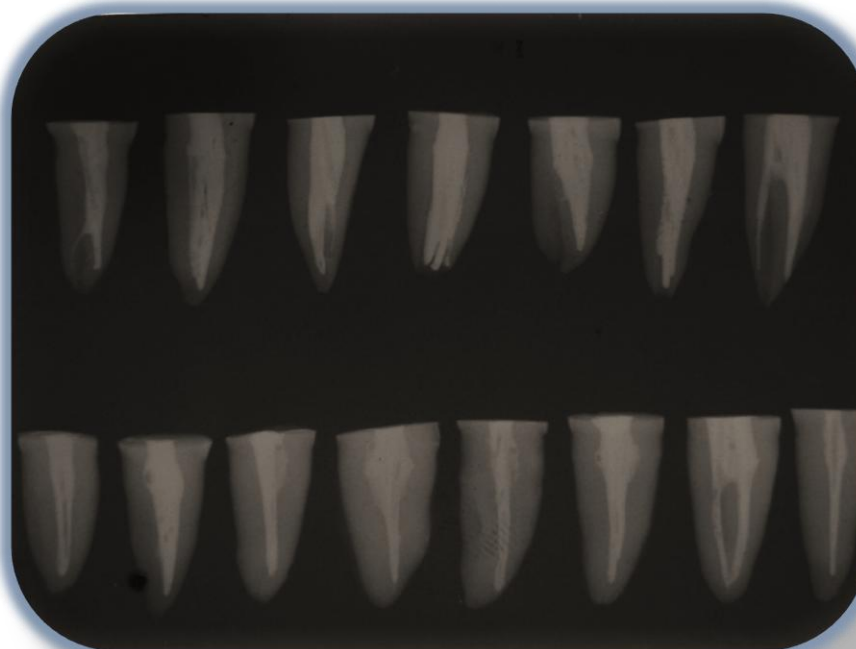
Radiografía mesio-distal de los dientes endodonciados y cortados.
